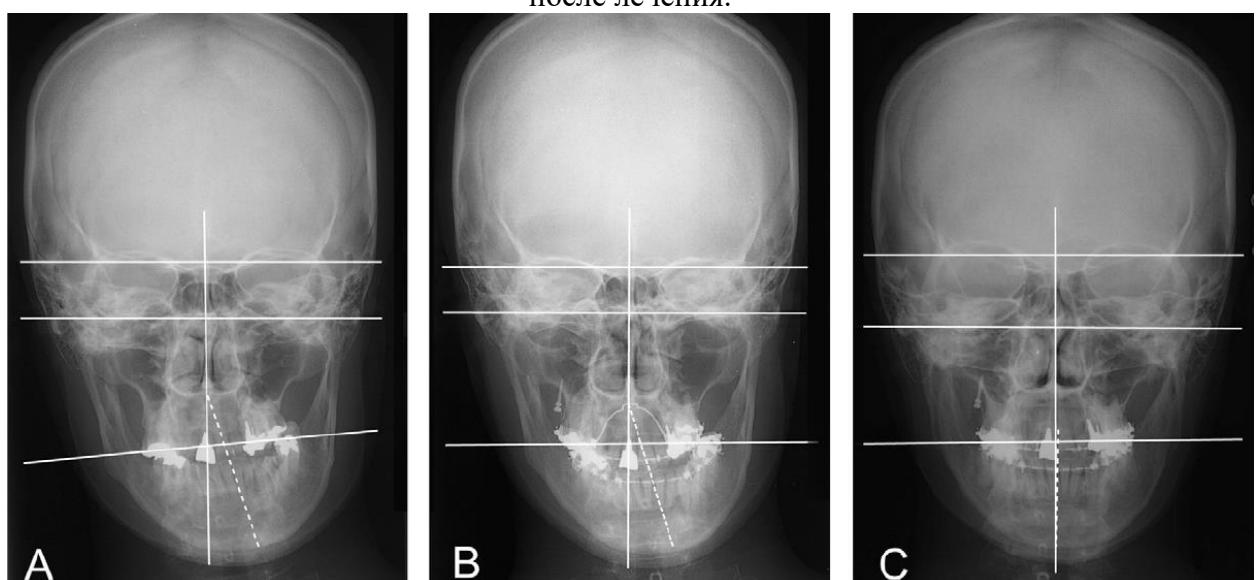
Фронтальная телерентгенограмма, пациент 1. А, До лечения; В, перед хирургией (после интрузии моляров); С, после лечения.
